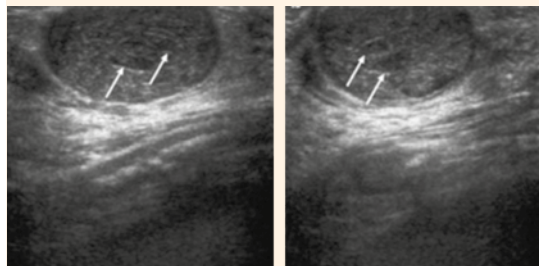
Ecografía que evidencia una masa isoecoica oval, bien circunscrita, de 25 mm. Se observa la hendidura intratumoral (flecha).
